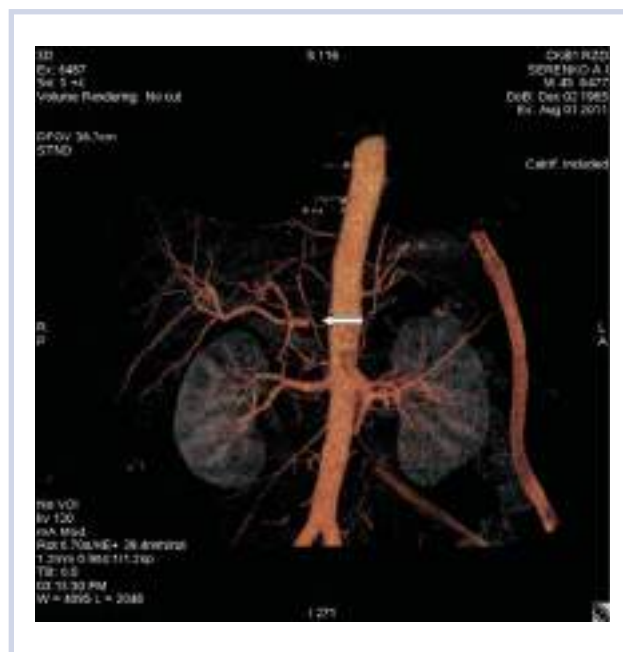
Послеоперационная компьютерная томография с сосудистым контрастированием «модифицированной операции Arpleby» (3D-реконструкция).
